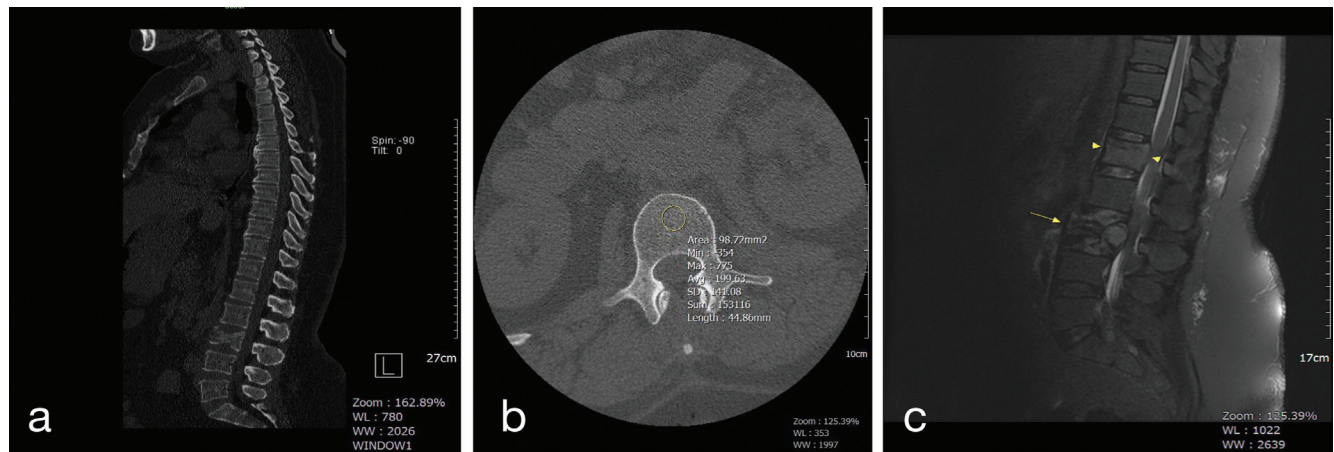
Fifty four year-old female patient with suffering from lower back pain (a) diagnosed compression fractures on L3 vertebra on mid-sagittal CT (b) However, since density measure was 199 HU on adjacent vertebrae, for this reason, OVF was excluded. A full-body scan was recommended for pathological fracture evaluation. Breast cancer and vertebral metastases were diagnosed by hystopathologically (c) four months later, mid-sagittal STIR MRI image shows that another vertebral metastases occurred on L2 vertebra (arrow head)
